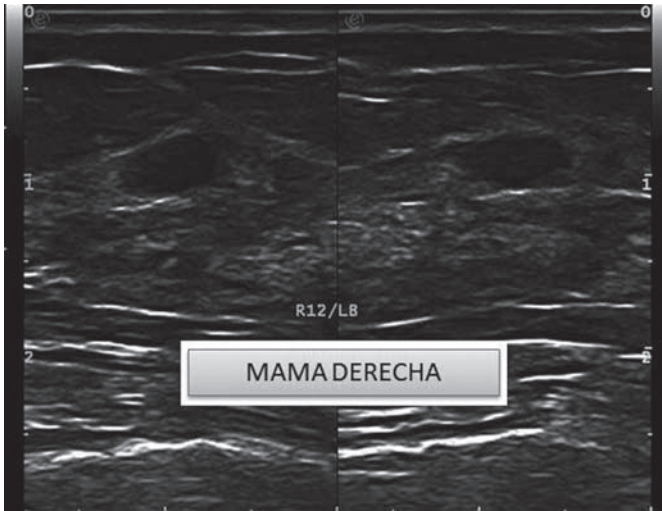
Ultrasonido de segunda intención: mama derecha R12/LB: se identifica un nódulo hipoeico, ovoide, circunscrito.
